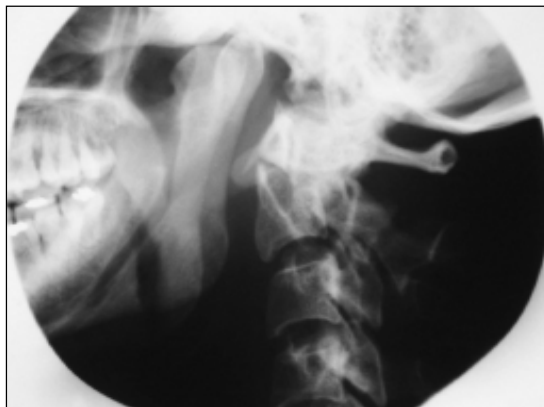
Radiografía C1-C2 lateral.
